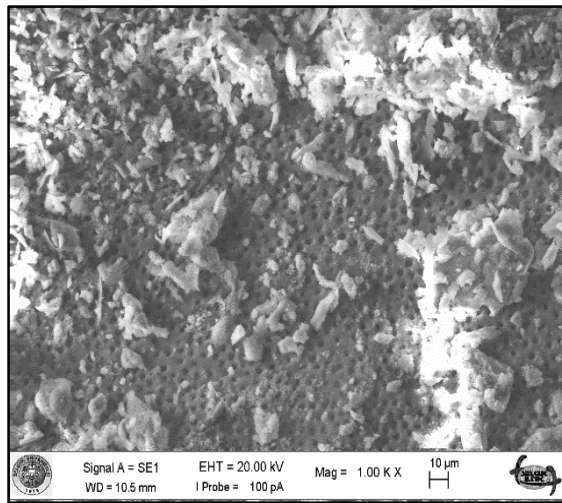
Pasif ultrasonik aktivasyonda EDTA alt grubuna ait skor-1 (a) ve skor-2 (b)'e ait SEM görüntüleri
